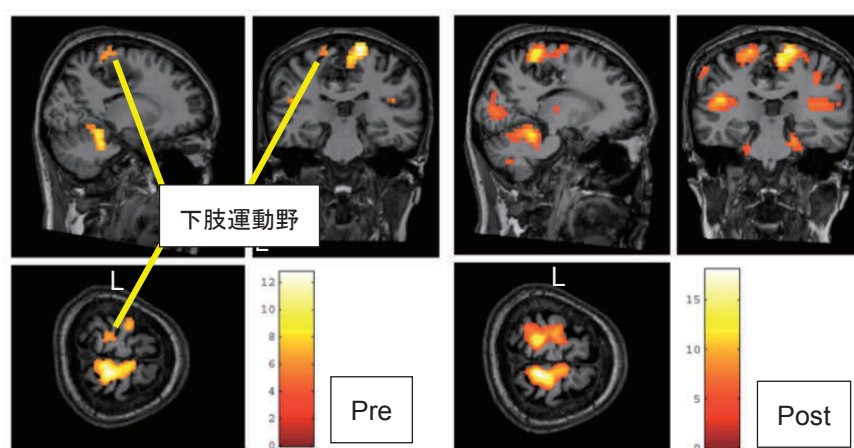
患側 右膝屈伸時の機能的 MRI (Case 1) Post において、右に比べて、
